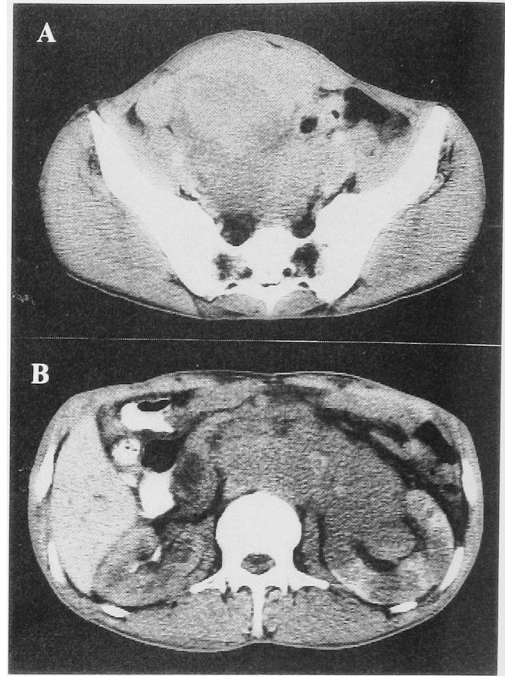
CT scan of abdomen before chemotherapy. A: bulky tumor in the pelvic cavity. B: paraaortic lymphnode swelling and left hydronephrosis caused by metastases to the hilum of the left kidney.
